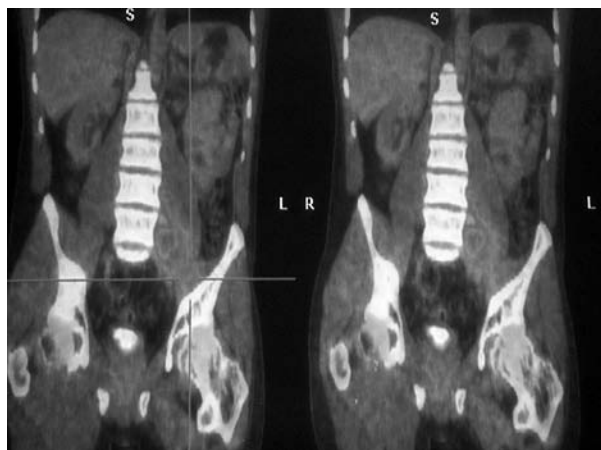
Tomografía por emisión de positrones preoperatoria: se observa un foco hipermetabólico retroperitoneal izquierdo, que finalmente corresponde a tejido fibrótico y necrosis (sin resto tumoral).
